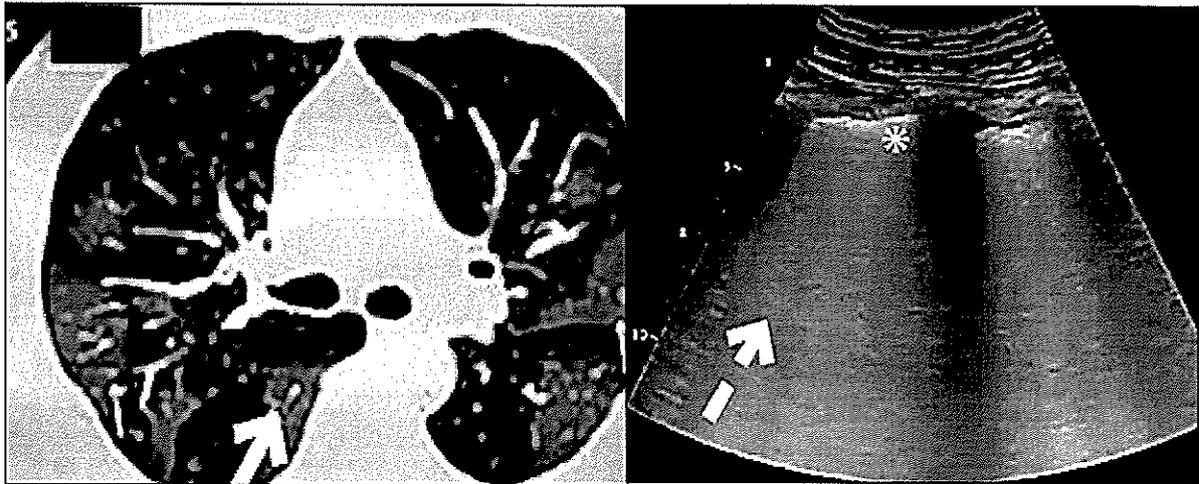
КТ и УЗИ легких у пациентов с COVID-19
